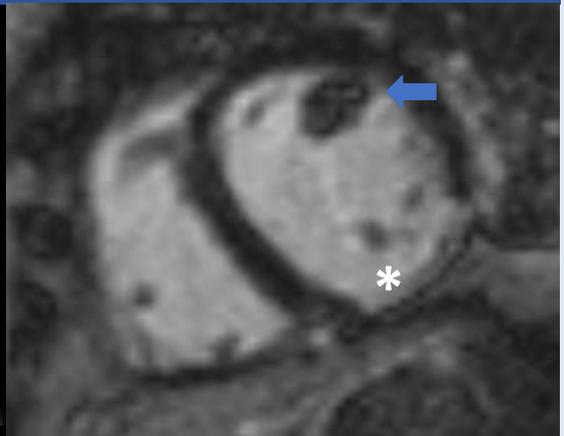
Tomografía computarizada que muestra calcificación del músculo papilar anterolateral (flecha) y captación isquémica inferolateral (asterisco).
